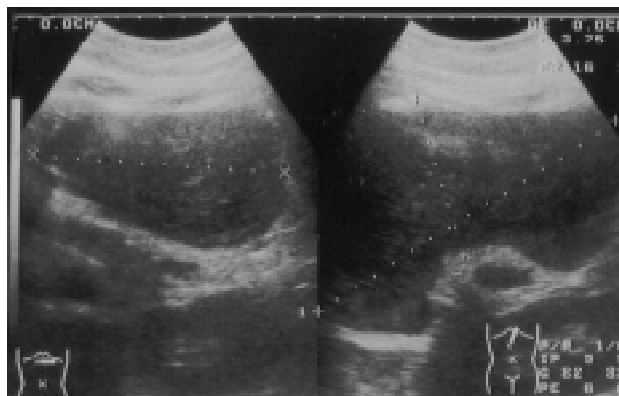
Ultrasonido abdominal: absceso de 160 mm X 115 mm.
